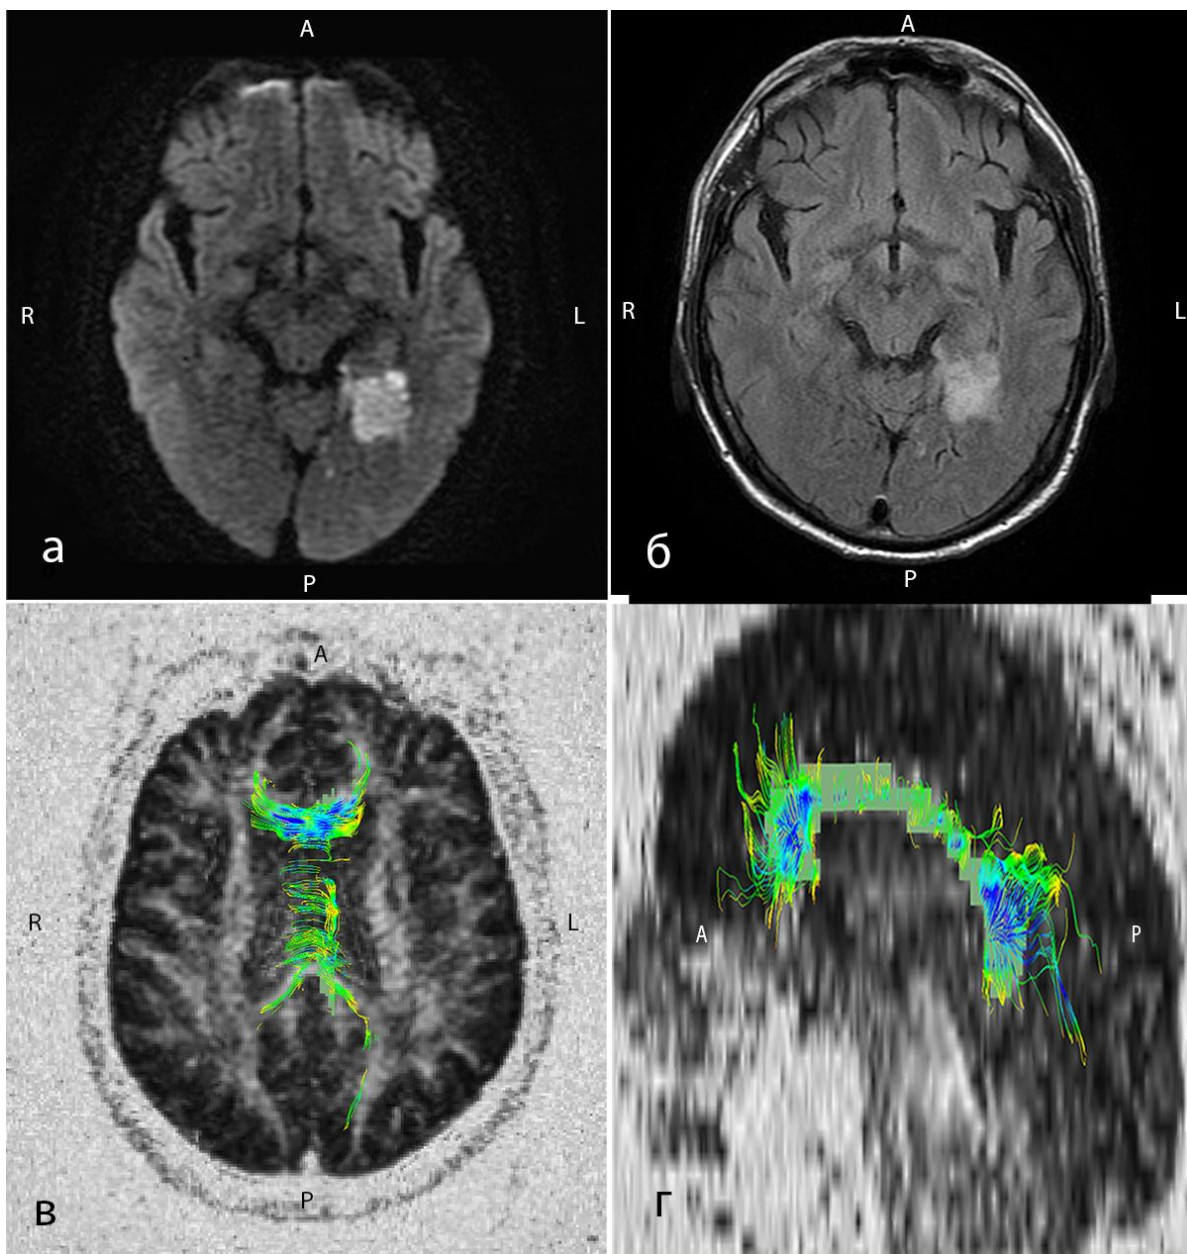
1. МР-изображения головного мозга. а – ДВИ, $b = 1000 \text{ с/мм}^2$; б – FLAIR; в, г – ДТИ трактов мозолистого тела. Обширный участок ишемии в области височной доли слева (а, б). Определяется снижение количества трактов в области ствола мозолистого тела.
